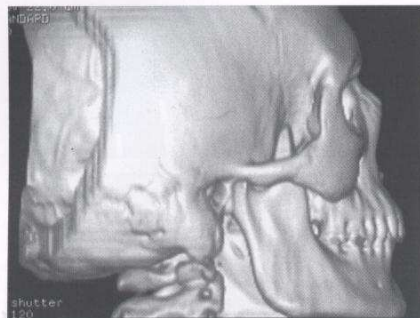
Tomografía helicoidal con reconstrucción tridimensional. Puede verse la hiperplasia de la apófisis coronoides derecha.
